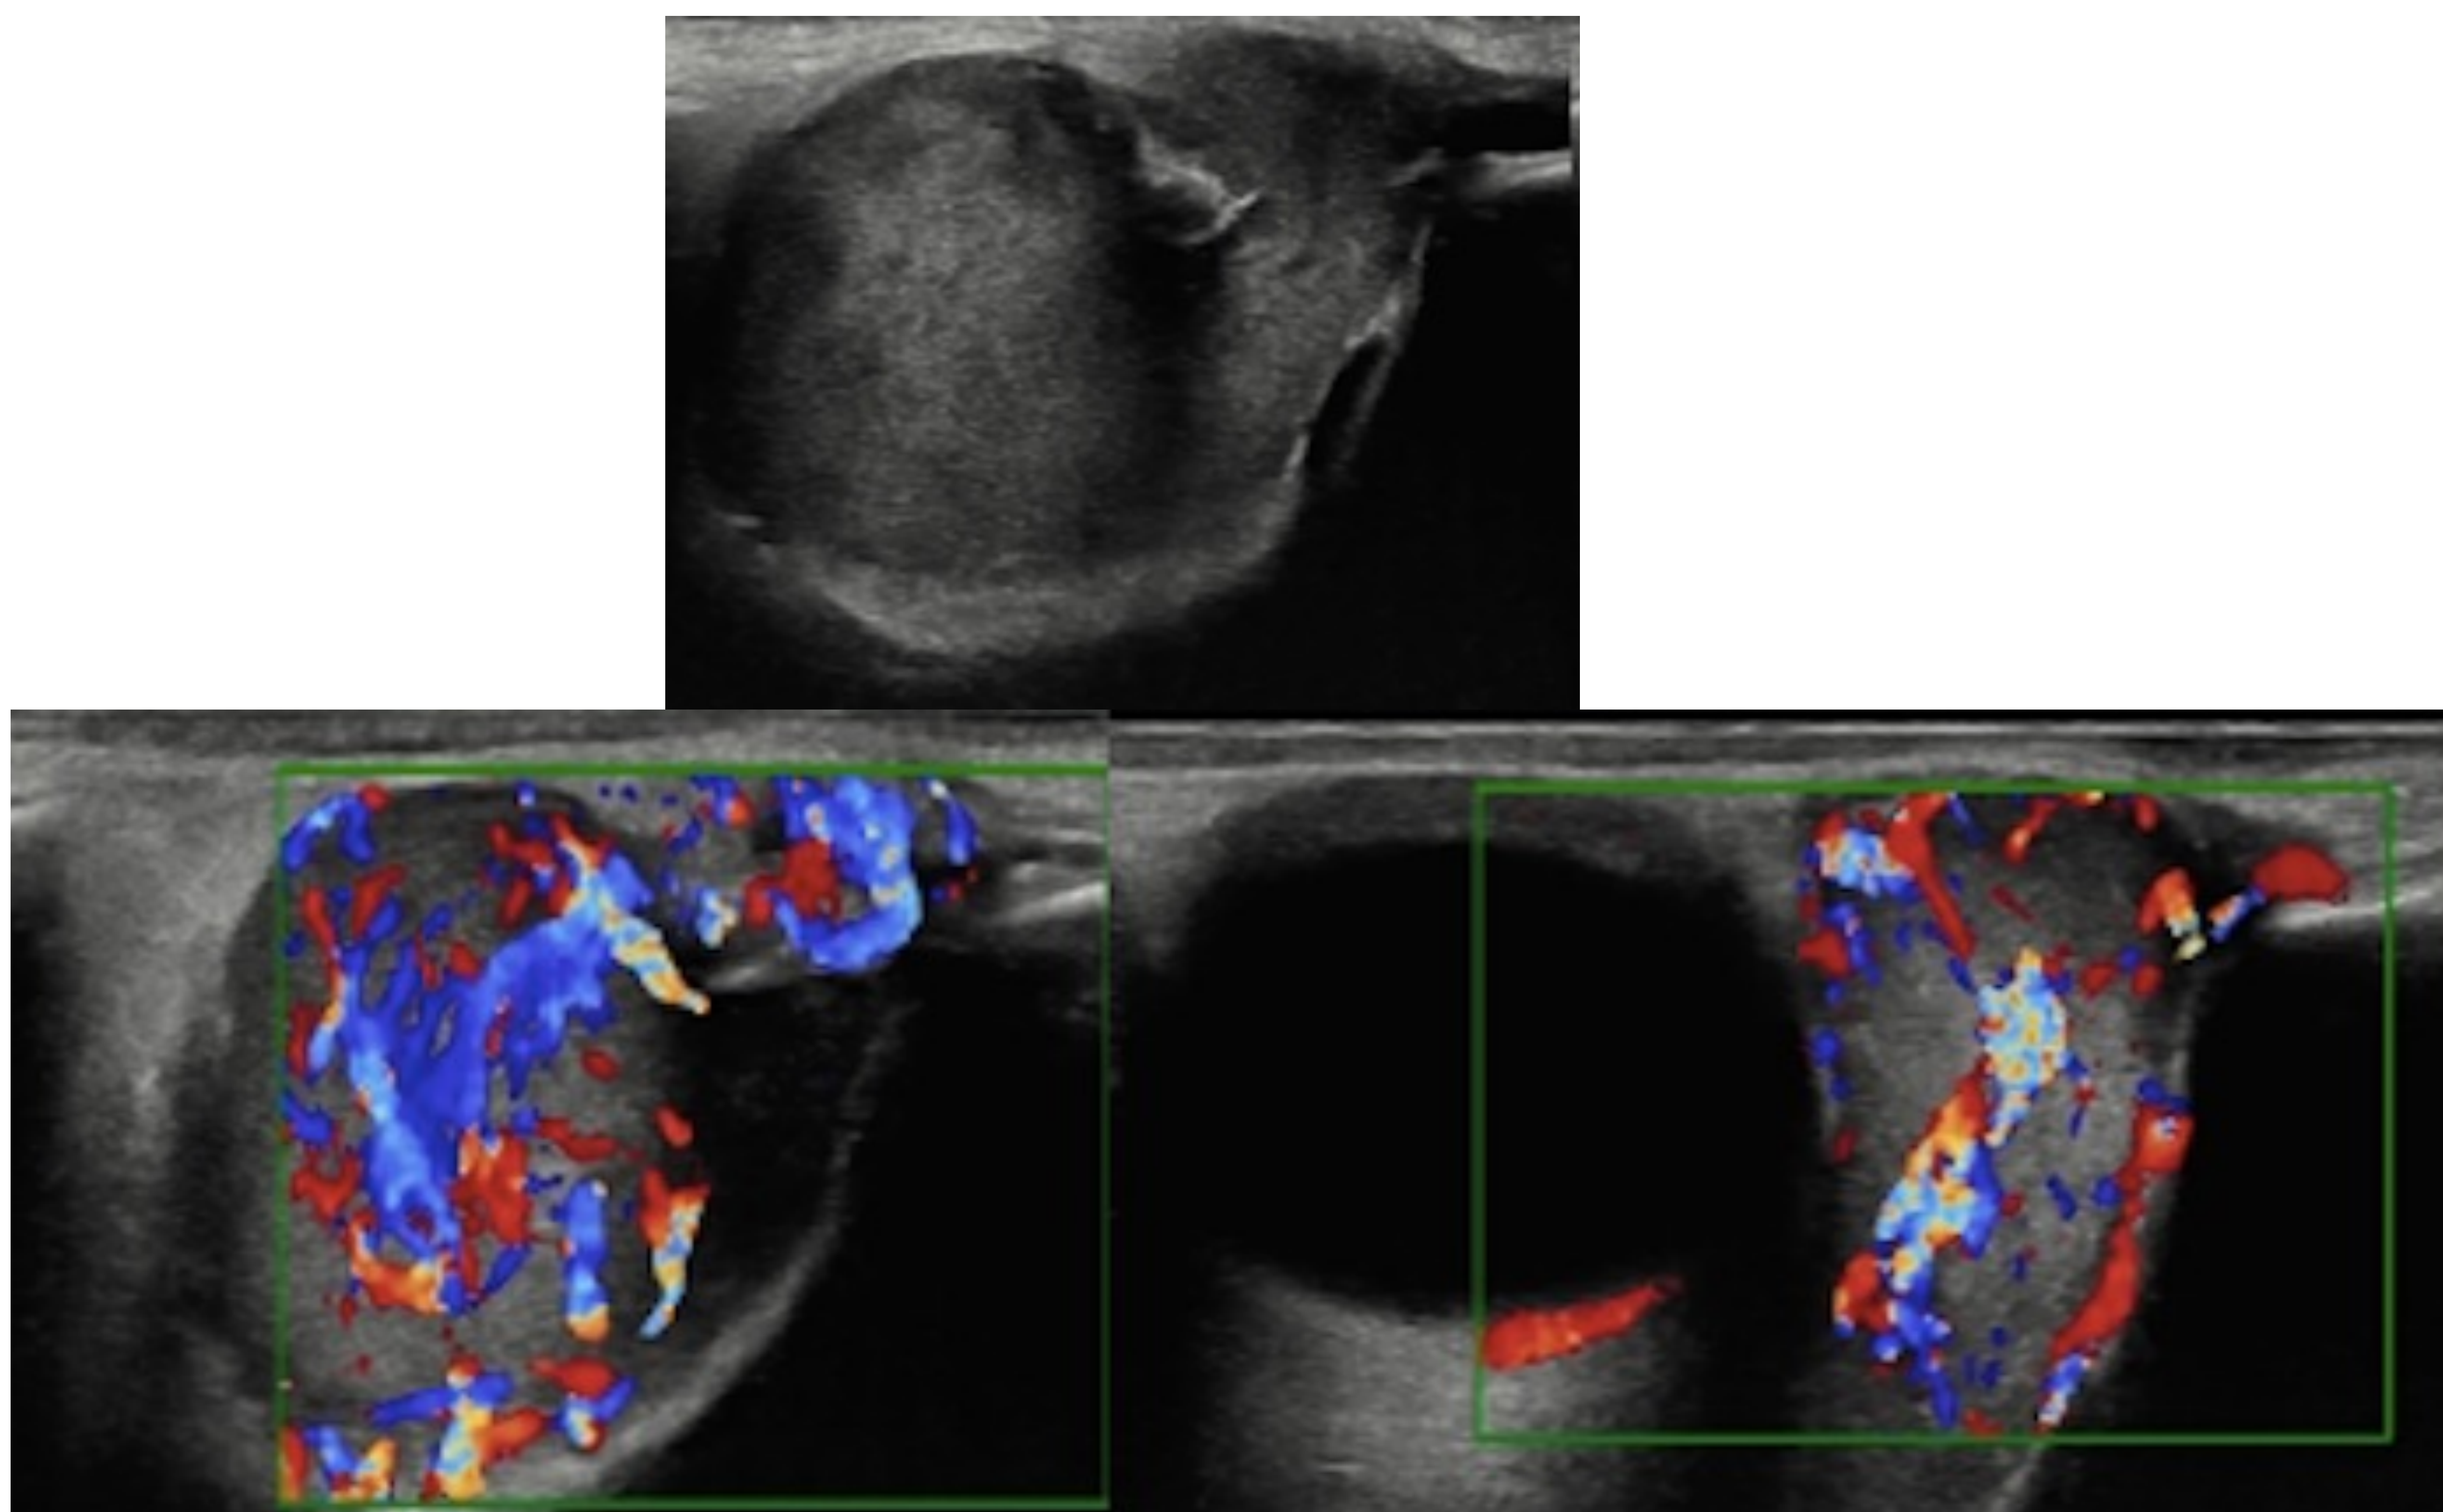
Rhabdomiosarcoma: masa sólida, isoecoica, bien delimitada con aumento del flujo Doppler-Color.
